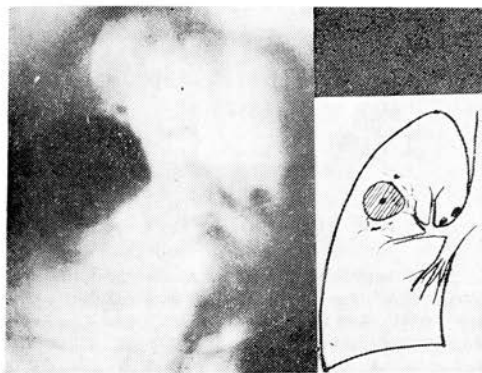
Фрагмент томограммы больного С. Туберкулома в апикальном субсегменте правого легкого. Локализация не характерна для вторичного туберкулеза, однако петрификат в центре, деформация легочного рисунка с единичными очагами вокруг и обызвествленные регионарные лимфатические узлы облегчают диагностику.
